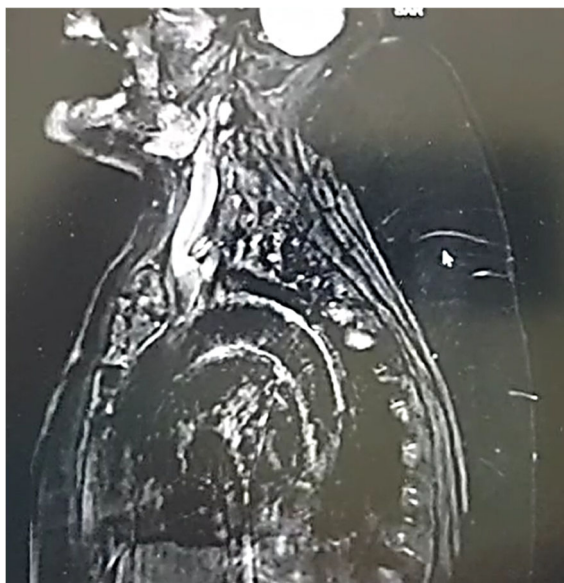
МРТ хворої К. Об'ємні маси, розташовані в задній ділянці шії, задній потилично-шийній ділянці та шийно-дорсальній ділянці
